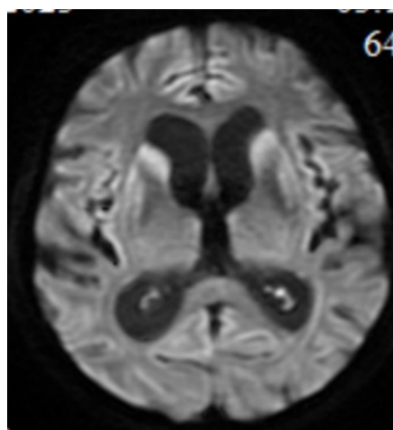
МРТ пациентки Н. (AX DWI b1000 - в базальных ядрах, в коре, преимущественно правых лобной, височной долей ограничение диффузии)
